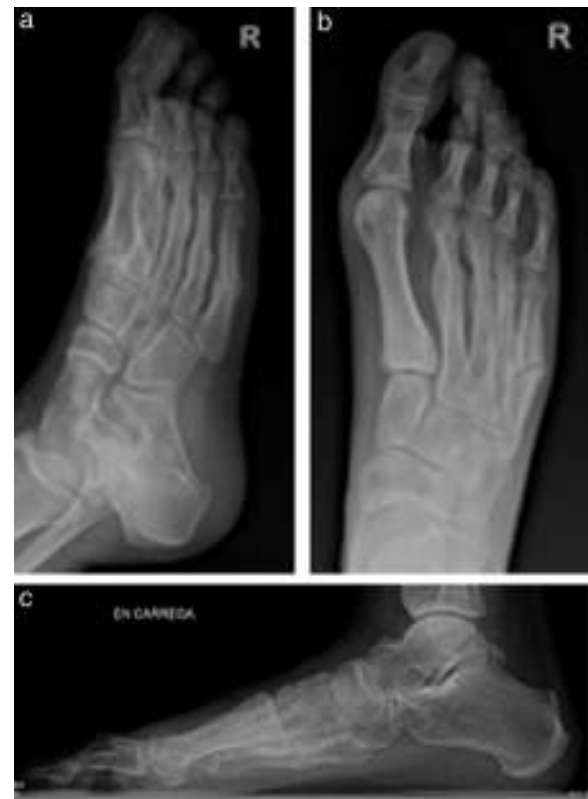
Radiografías con todos los metatarsianos fracturados (3 meses).
